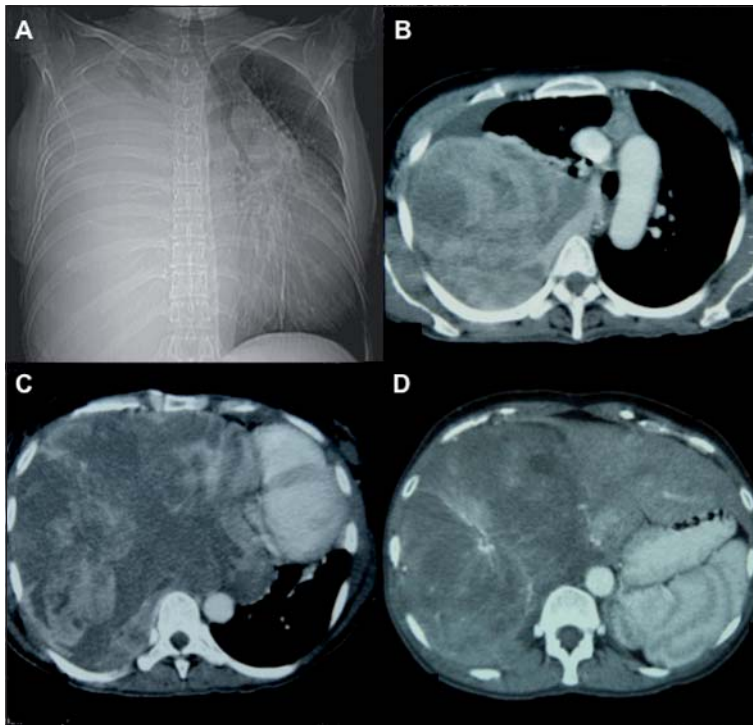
A. Radiografía de tórax postero anterior preoperatoria: se observa ocupación pleural derecha y desviación de estructuras mediastínicas. B, C y D. Tomografía computada de tórax: se observa tumor pleural derecho que ocupa toda cavidad pleural, produce desviación y compresión de corazón y otras estructuras mediastínicas.
